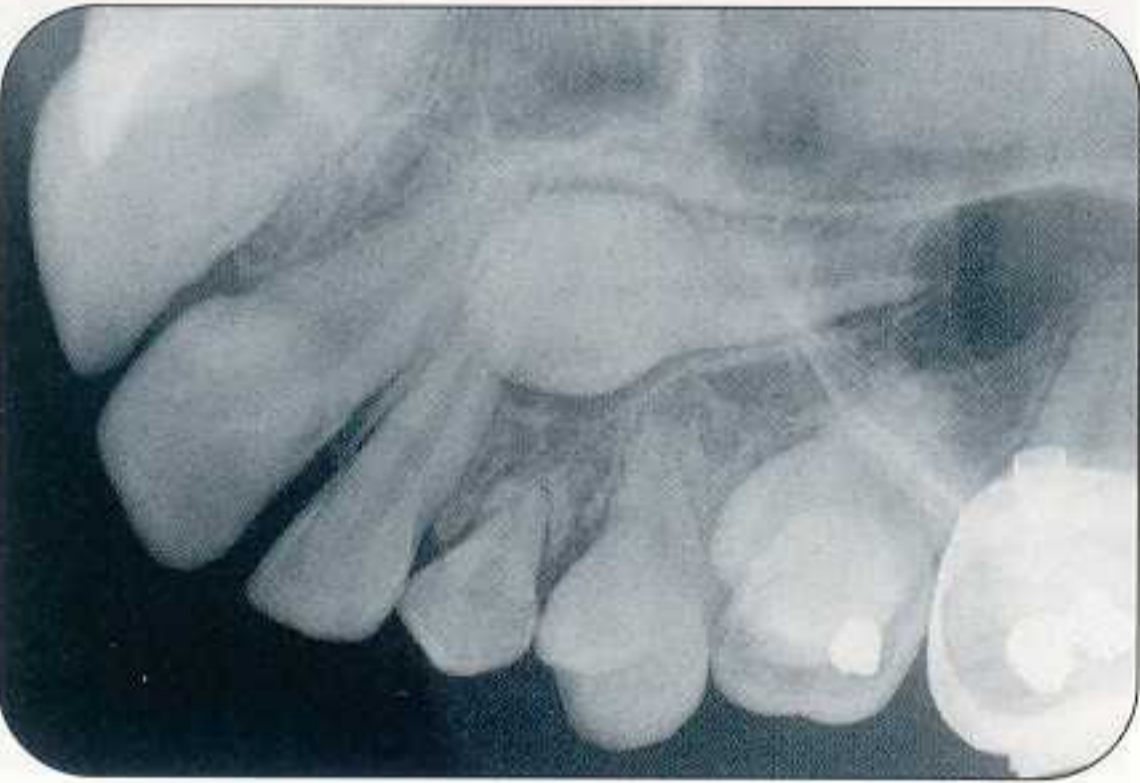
♀ 13 ans. L'examen radiographique met en évidence la direction d'éruption de 23 – en dystopie vestibulaire haute – ainsi que la rhizalyse de 63.
